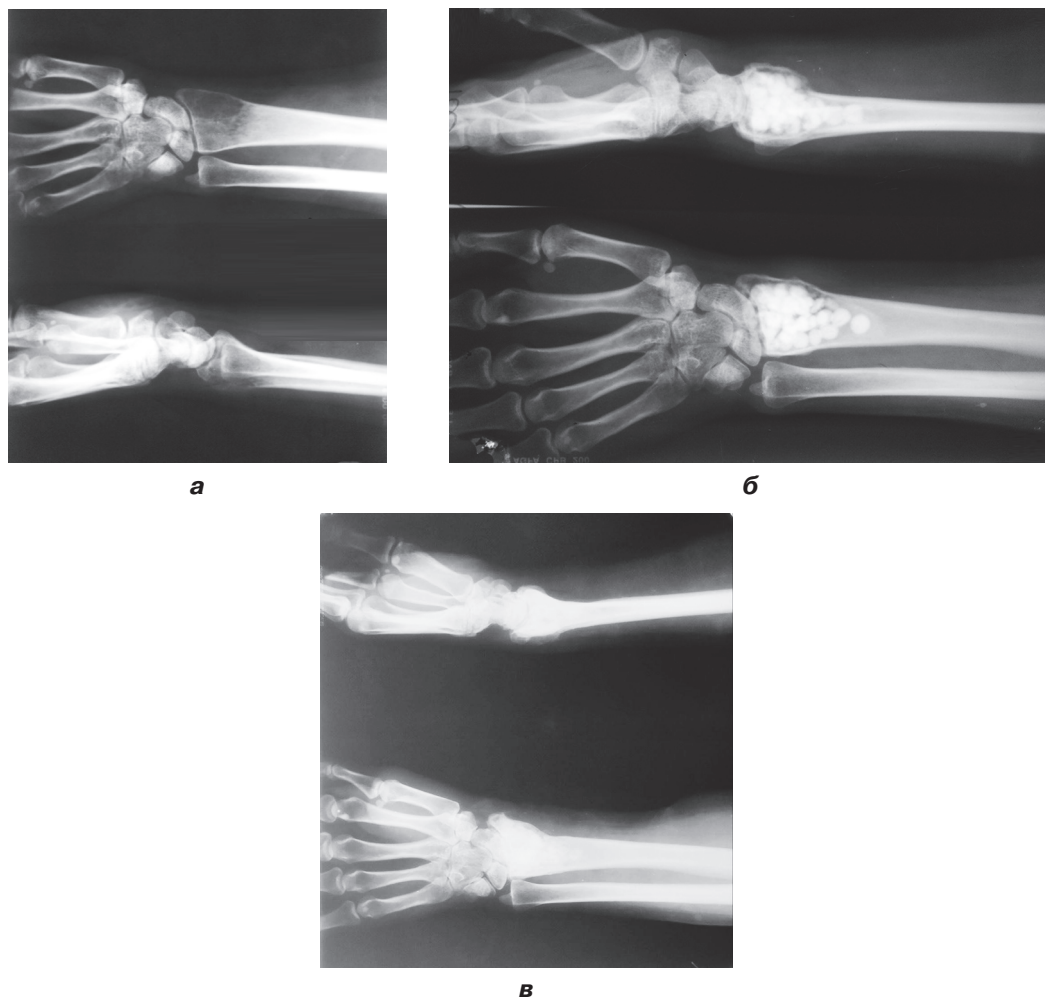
Фотовідбитки рентгенограми хворої П.: а) ГКП дистального відділу правої променевої кістки; б) стан після внутрішньокісткової резекції дистального відділу променевої кістки та пластики біокомполімером; в) часткова перебудова пластичного матеріалу в порожнині кістки через 6 місяців
